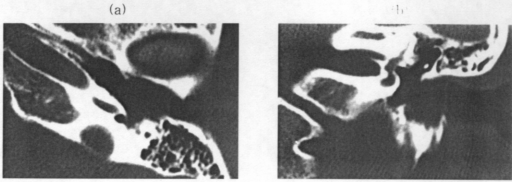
Temporal bone CT of Stage 2 :
